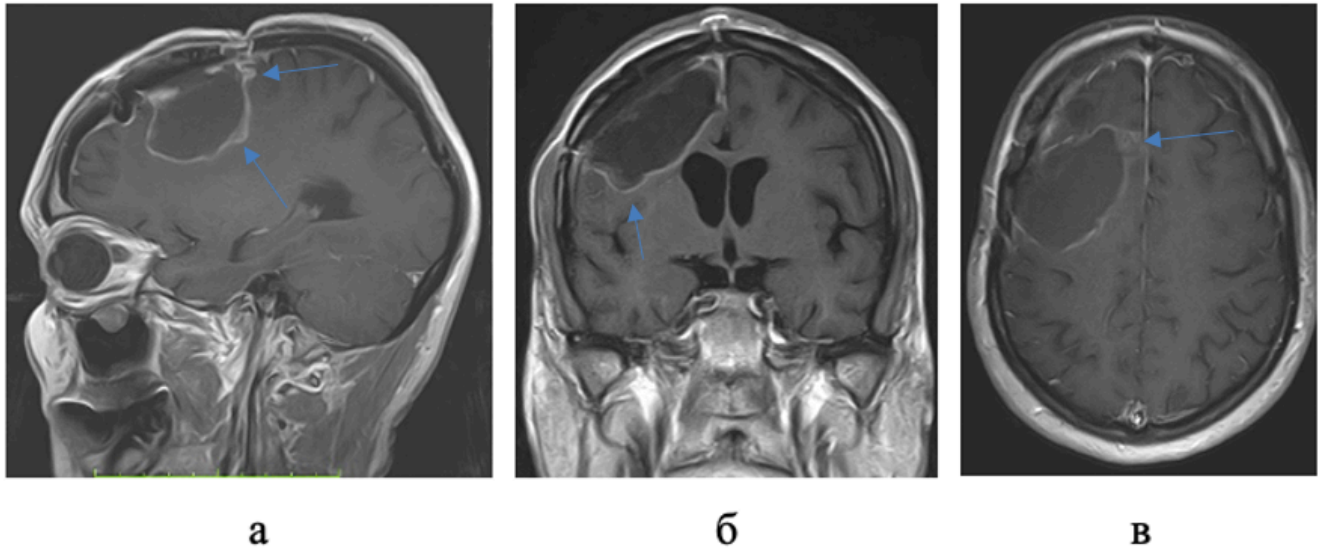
МРТ головного мозга с контрастным усилением (21.06.2018г): а – сагиттальная проекция, б – коронарная проекция, в – аксиальная проекция. Отмечается неоднородное накопление контрастного вещества по краю резекционной полости
